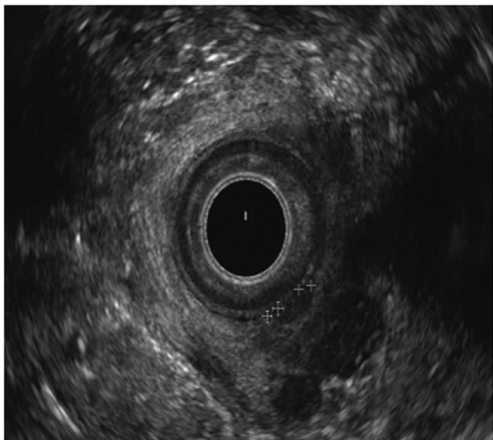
360°直肠超声示 4 点钟及 5 点钟方向两处内口
